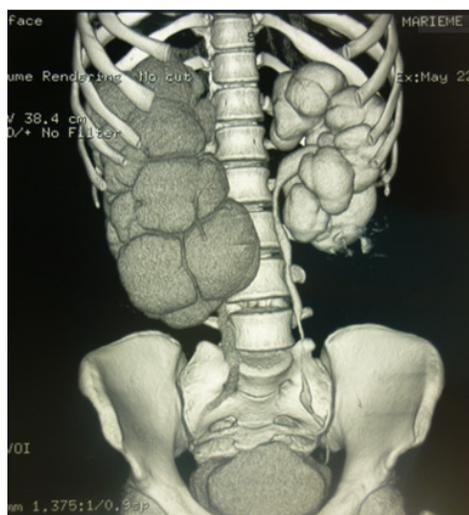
Uro-TDM préopératoire montrant une urétéro-hydronéphrose droite et une dilatation calicelle gauche avec un bassin de taille normale sans obstacle visualisé
